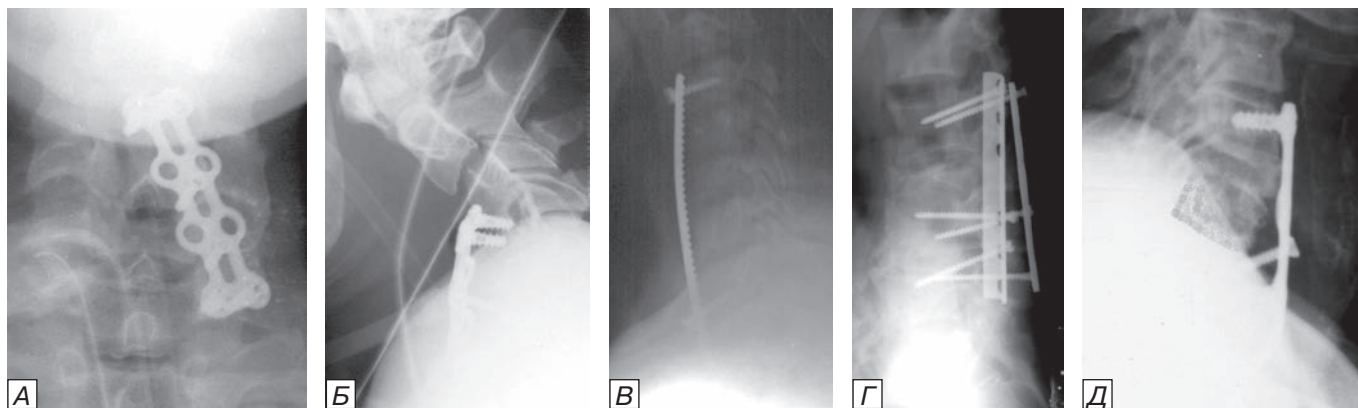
Ошибки установки титановых пластин на шейном уровне: а) прямая и б) боковая рентгенограммы шейного отдела позвоночника с мигрировавшей пластиной. Причина — установка винтов в диски, неустраненный вывих и установка нижних винтов в левый поперечный отросток С7 позвонка; в) на боковой шейной спондилограмме виден неустраненный односторонний вывих С4 позвонка и дефект конструкции — разрушение головки винта с формированием острых краев, способных повредить пищевод и глотку (характерный дефект для отечественных шейных пластин фирмы «Конмет»); г) фронтальная и д) боковая шейные спондилограммы с несостоятельной фиксацией пластиной фирмы «Конмет»; причина — отсутствие моделирования формы пластины под естественный изгиб (лордоз) позвоночного столба при достаточно длинной фиксации (многоуровневой), отсутствие конвергенции винтов и фиксация нижних позвонков только одним винтом (черные стрелки) (необходимо фиксировать только парой винтов на нижнем и верхнем уровнях, введенных для устойчивости к вырыванию с конвергенцией — в направлении к центру позвонка).
